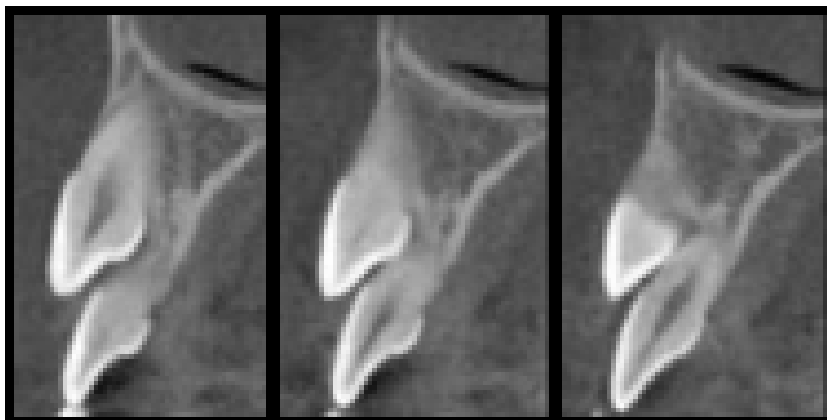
Tomografia Cone Beam - Corte Sagital²⁷
